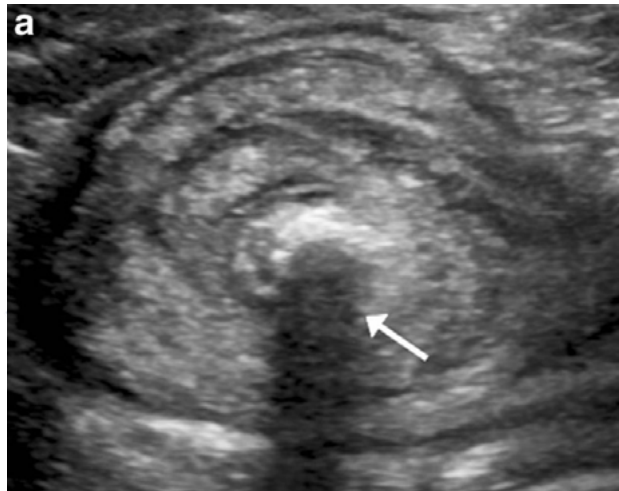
Ecografía mostrando sombra acústica de un fecalito (flecha) en apendicitis aguda perforada. Fuente: Edwards EA., et al., *Pediatr Radiol*, 2017;47(9):1101-8. Reproducida bajo licencia de Springer Nature.
